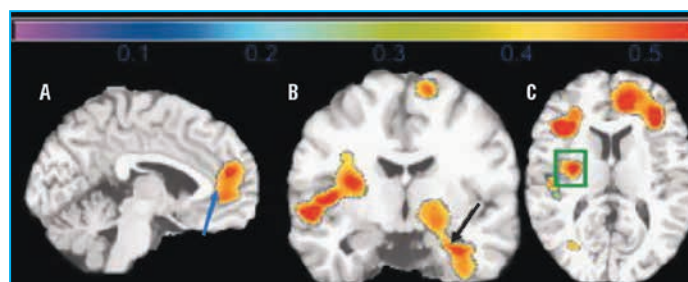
Уменьшение объема серого и белого вещества в лобных отделах, передней поясной извилине (А — синяя стрелка), гиппокампе (В — черная стрелка) и базальных ганглиях (С — зеленая рамка) у пациентов с ожирением по данным ДТ МРТ [15]
